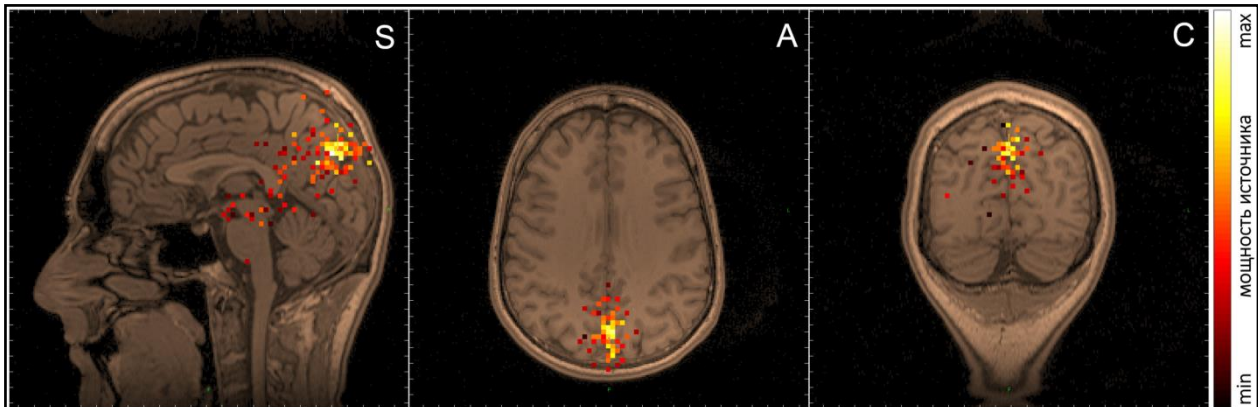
Функциональная томограмма в полосе частот 8 - 11 Гц, показанная совместно с магнитно-резонансной томограммой испытуемого [6]. Мощность источников отображается цветом в соответствии с легендой (справа). Представлены стандартные томографические сечения: сагиттальное (S), аксиальное (A) и корональное (C).
